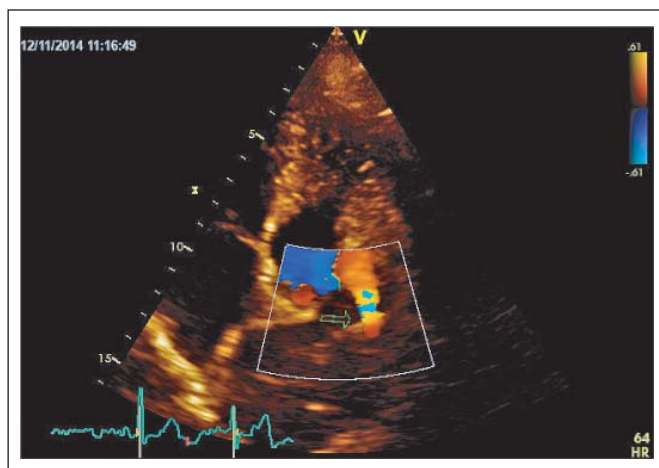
Atypischer apikaler Vierkammerblick mit Farbdoppler: Exzentrisch lateral gelegene Öffnung mit turbulentem Fluss.
